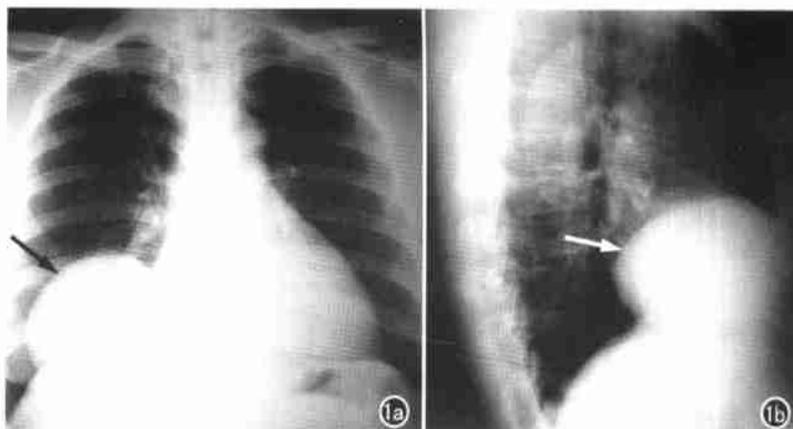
X线胸片示右下肺野心缘旁见巨大椭圆形块影(箭),密度均匀,边缘清晰、光滑,以锐角与前膈相连。a) 正位片; b) 侧位片,示块影占据右肺中叶。
